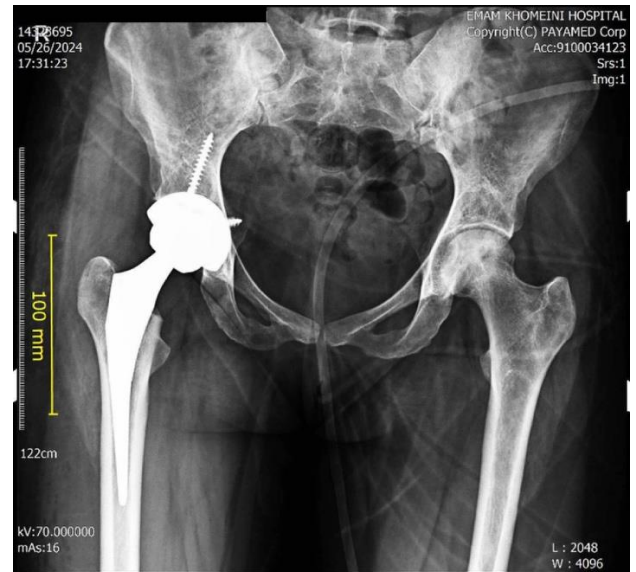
Postoperative pelvic anteroposterior (AP) radiograph.
